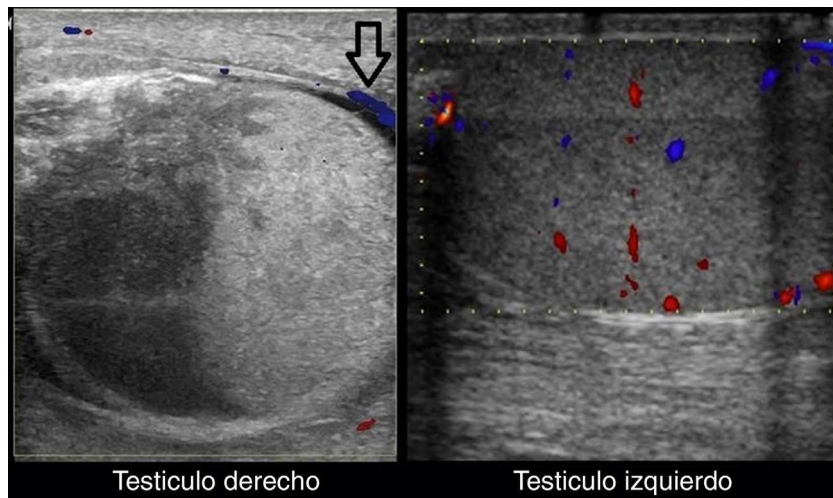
Ecografía doppler color del testículo izquierdo y del derecho (cortes longitudinales). Muestra una ausencia de flujo venoso y arterial en el testículo derecho, con presencia de vascularización aumentada en el tejido paratesticular (flecha negra). El flujo venoso y arterial está conservado en el testículo izquierdo.
